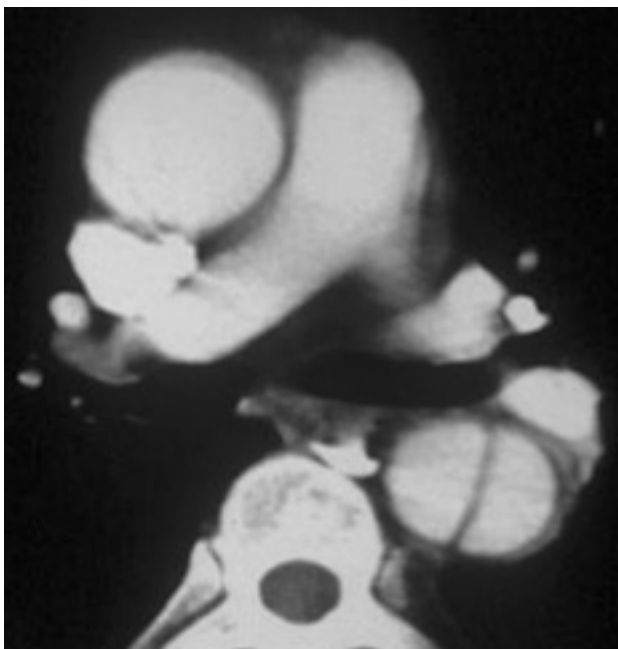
Tomografía computarizada que revela una imagen de disección aórtica. En ella se puede apreciar el colgajo intimal.
